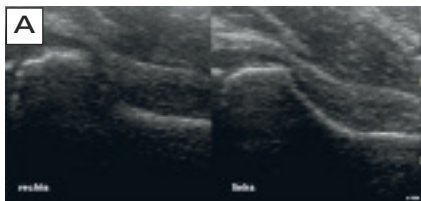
A: Sonografie beider Hüften zur Ergussdarstellung, Erguss höchstens minimal; B: seitengleiche Darstellung beider Epiphysen, unscharfe Konturierung der Oberfläche des rechten Femurkopfes; C: Röntgenbild zur Bestätigung der Diagnose M. Perthes (Fall 7).
